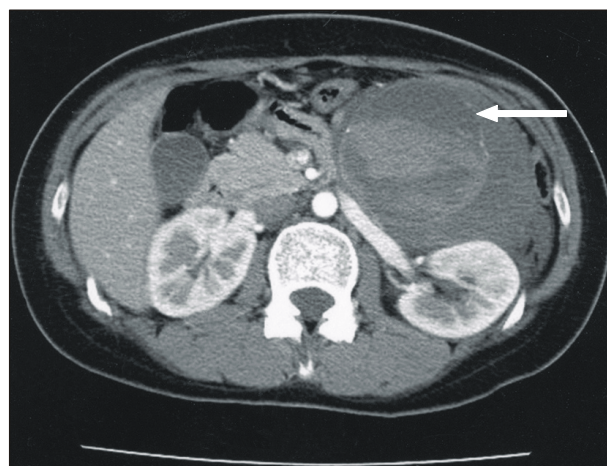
Preoperative abdomen CT showing a 10x8cm sized cystic mass (arrow) at the anterior aspect of the left kidney.
